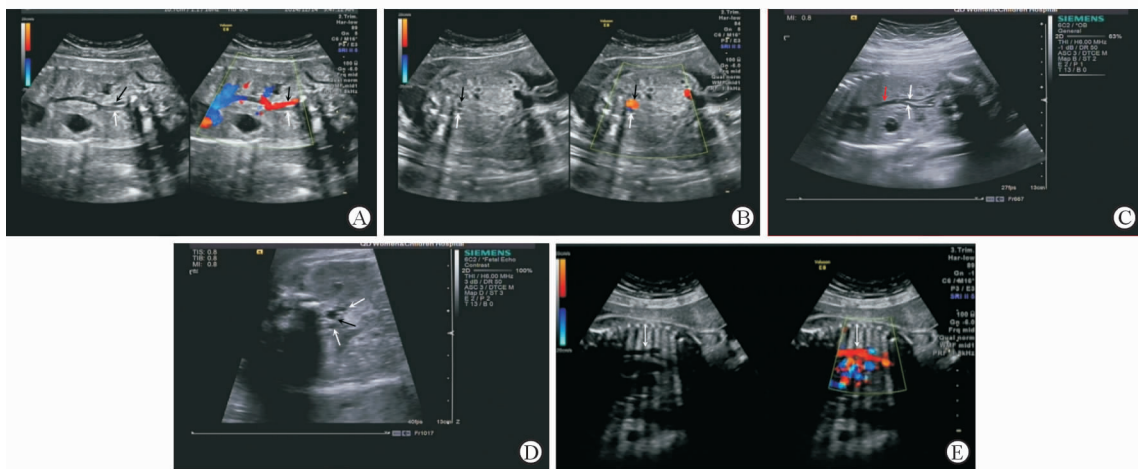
胎儿下腔静脉变异及下腔静脉奇静脉异常连接超声图像
